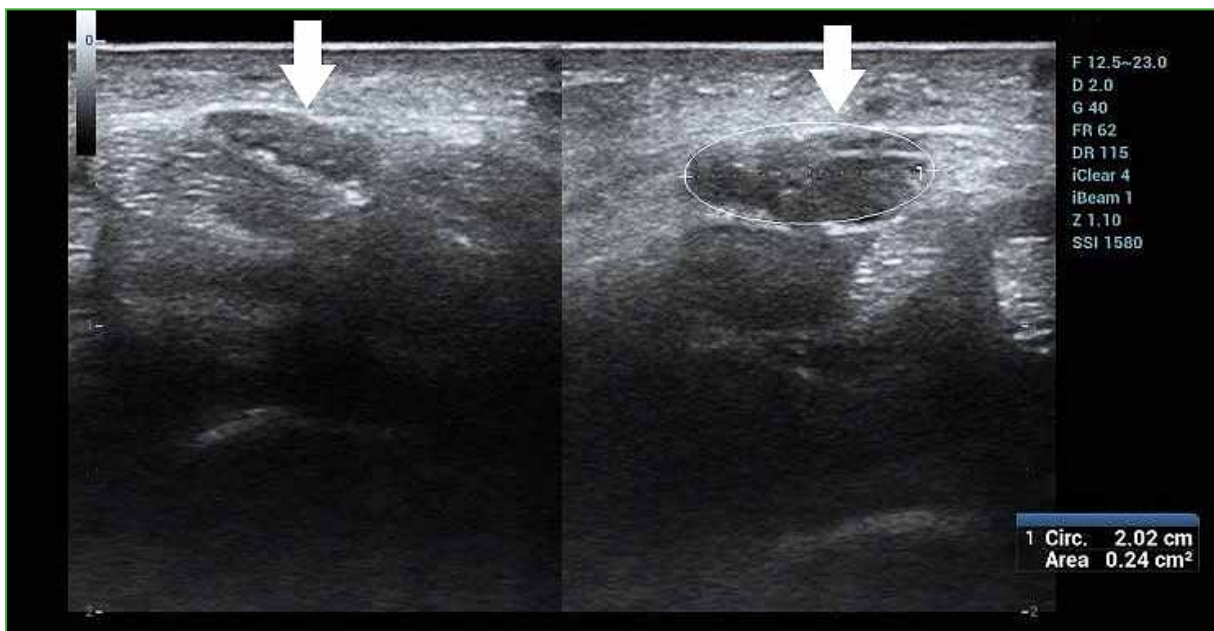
Ecografía comparativa de muñecas derecha e izquierda. Se visualiza el nervio mediano izquierdo aumentado de tamaño, que mide 24 mm².
